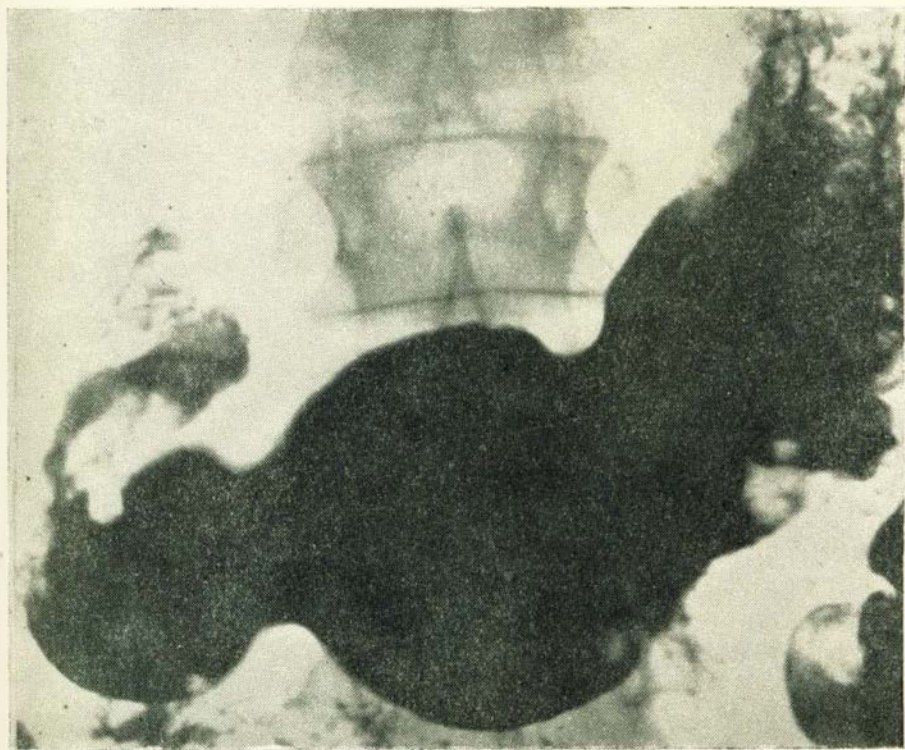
Изъеденные контуры желудка при стенозе выходного отдела. Разрушение складок слизистой. Клинически и рентгенологически установлена раковая опухоль, на операции—аденоматозные разрастания.
